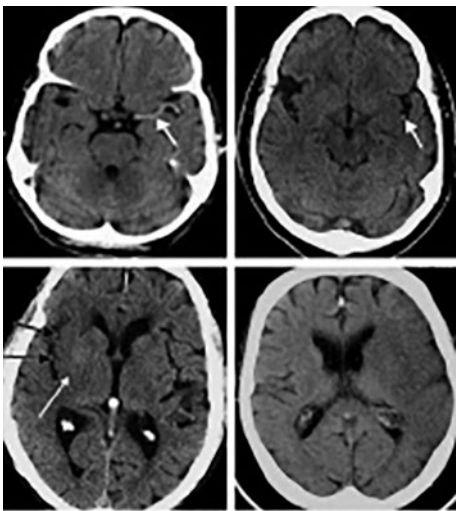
TC de encéfalo; cortes axiales. ACV agudo. Signos precoces de isquemia aguda.
